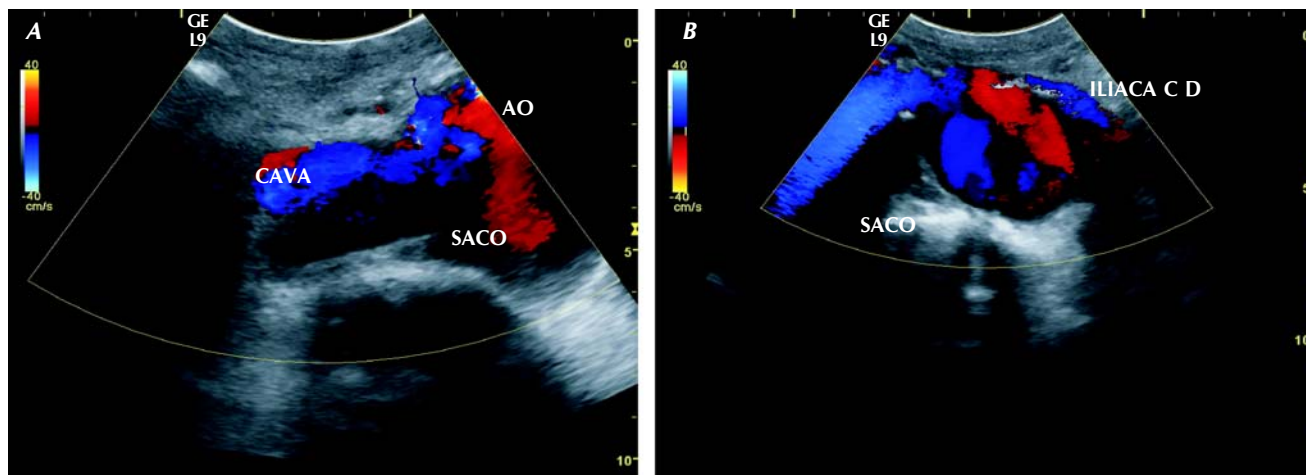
Ultrasonido abdominal en escala de grises y Doppler color en donde se observa: A. Corte transversal mostrando vena cava inferior y aorta, se logra apreciar imagen sacular con flujo turbulento. B. Corte transversal a nivel de aorta abdominal con presencia de imagen sacular con flujo turbulento (signo de ying yang) en borde superolateral medial, existe una comunicación con la VCI, por arriba de la confluencia iliaca.
